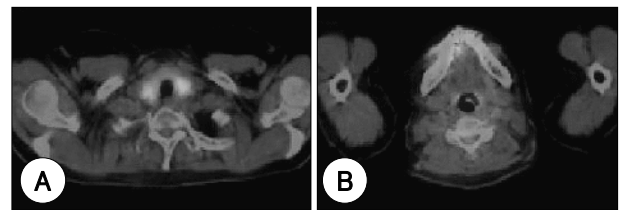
Whole body PET-CT after chemotherapy and radiation therapy reveals regressed state of multiple hypermetabolic nodes in bilateral neck and thyroid mass involving right lobe and isthmus portion(A&B).
